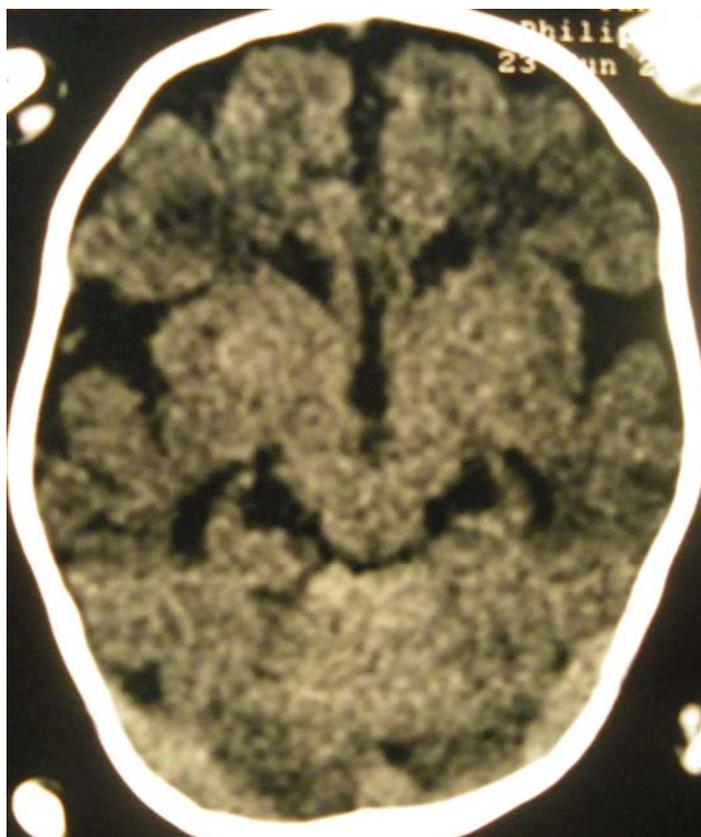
КТ головного мозга больной Е.П. в возрасте 2 мес.: признаки генерализованной церебральной атрофии
